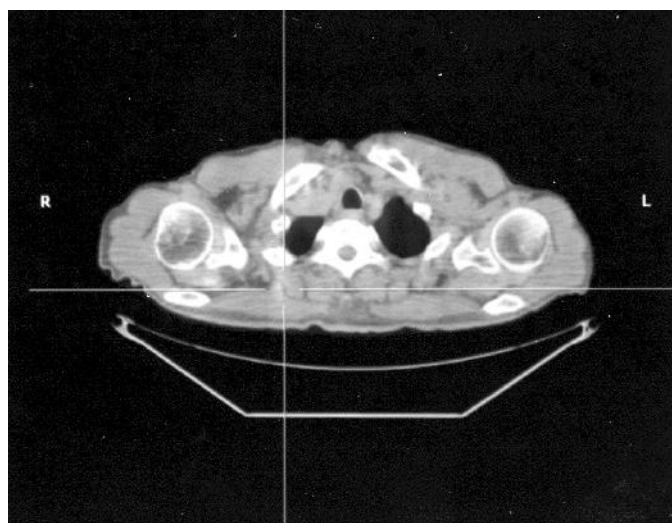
Immagine PET/TC di lesione ripetitiva in regione interscapolare.
